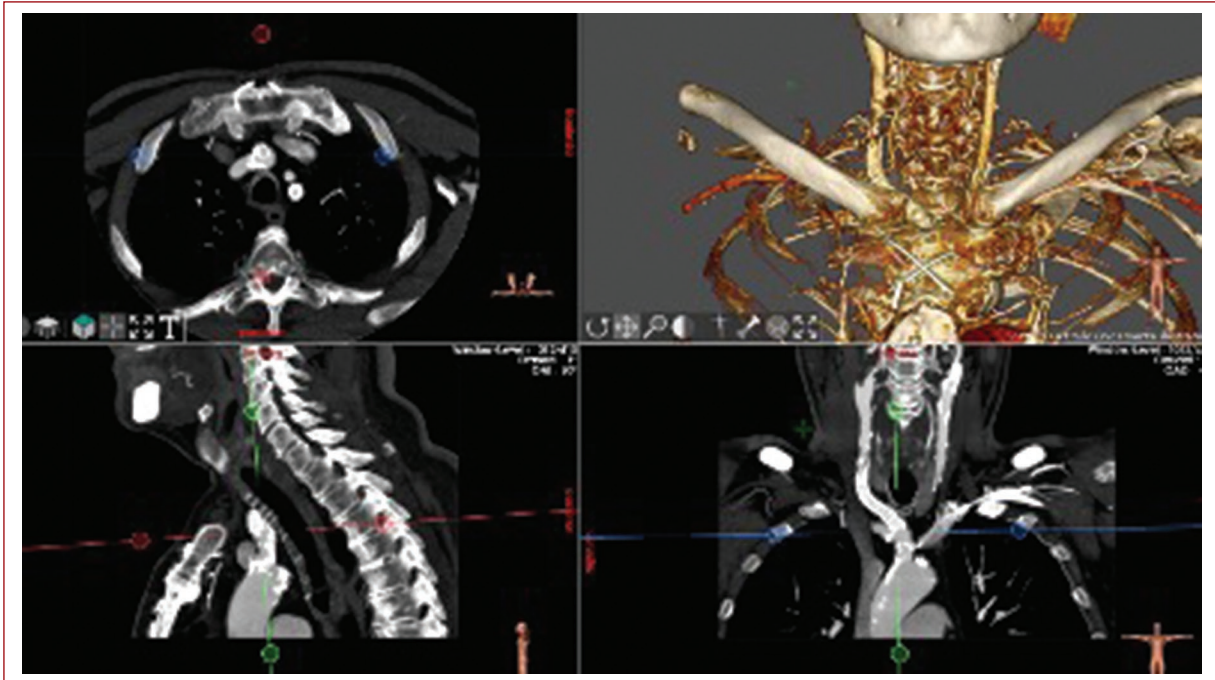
Angiotomografía en donde se observa permeabilidad del *stent* en arteria carótida común.
